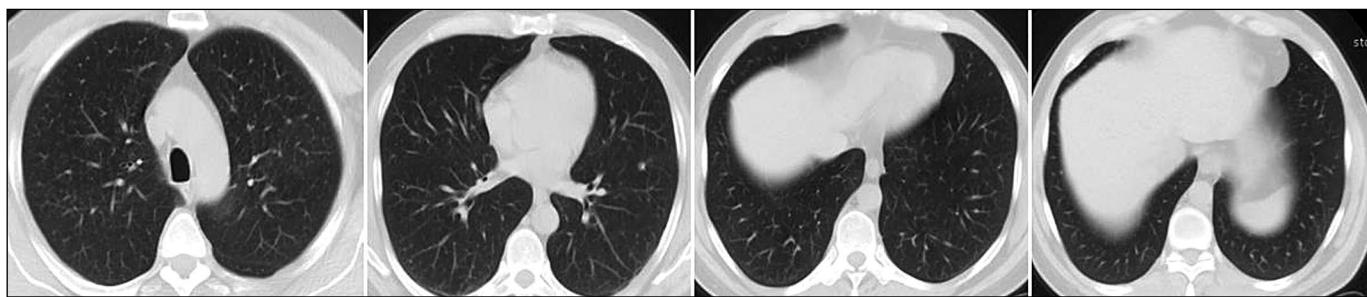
КТ ОГК больного Г. от 15.05.2017 г. Множественные, преимущественно в верхних долях лёгких, мелкие очаги до 1–2 мм, единичные плотные очаги в обоих лёгких.
